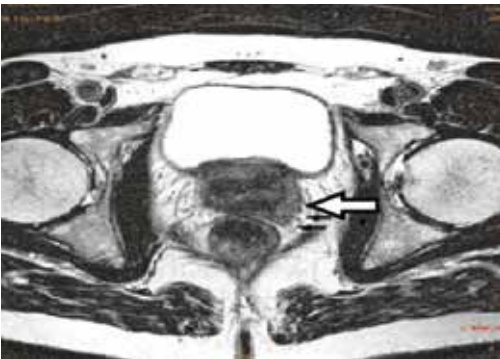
ПАЦИЕНТ Л., 63 года. МРТ, САГИТАЛЬНАЯ ПЛОСКОСТЬ. СТРЕЛКОЙ ОБОЗНАЧЕН ЭКСТРАКАПУЛЯРНЫЙ РОСТ ОПУХОЛИ
